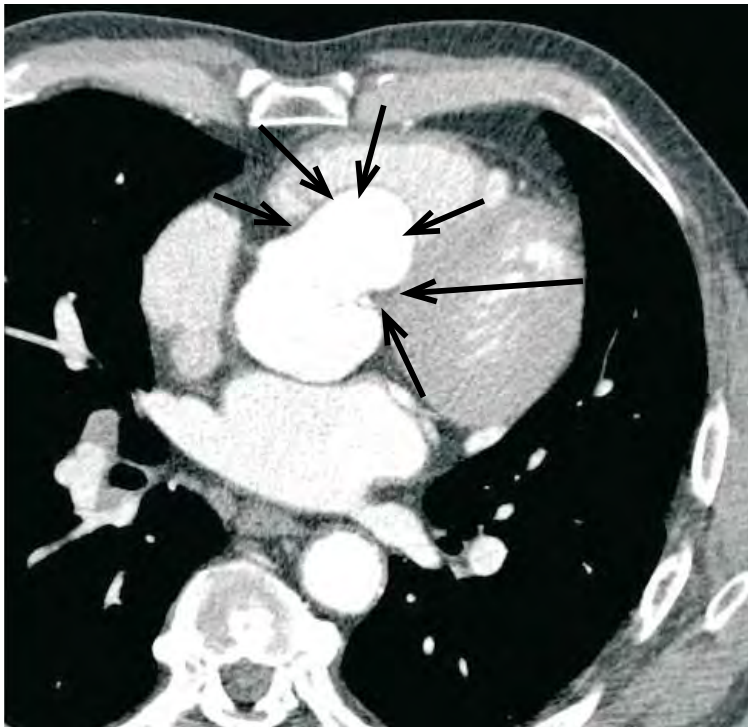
coupes tomographiques (transverse et sagittale) montrant l'anévrisme du sinus de Valsalva droit (flèche), alors que les deux autres sinus coronariens sont de morphologie normale.
